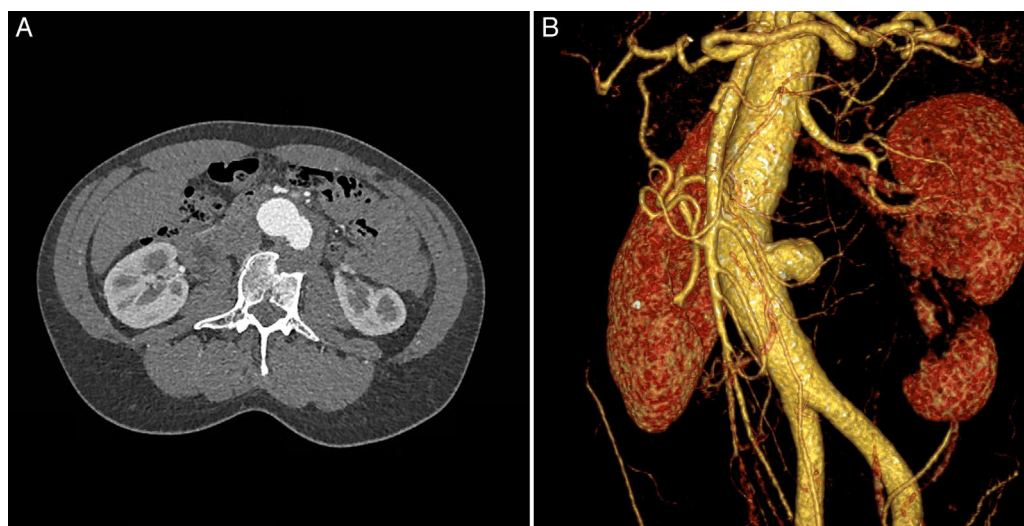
A) Corte axial de angiotomografía diagnóstica donde se observa pseudoaneurisma en aorta abdominal infrarrenal de 50 mm de diámetro máximo, con trombo mural y erosión del cuerpo vertebral L2. B) Reconstrucción tridimensional donde se observa pseudoaneurisma con afectación de una zona focal de la aorta infrarrenal.
